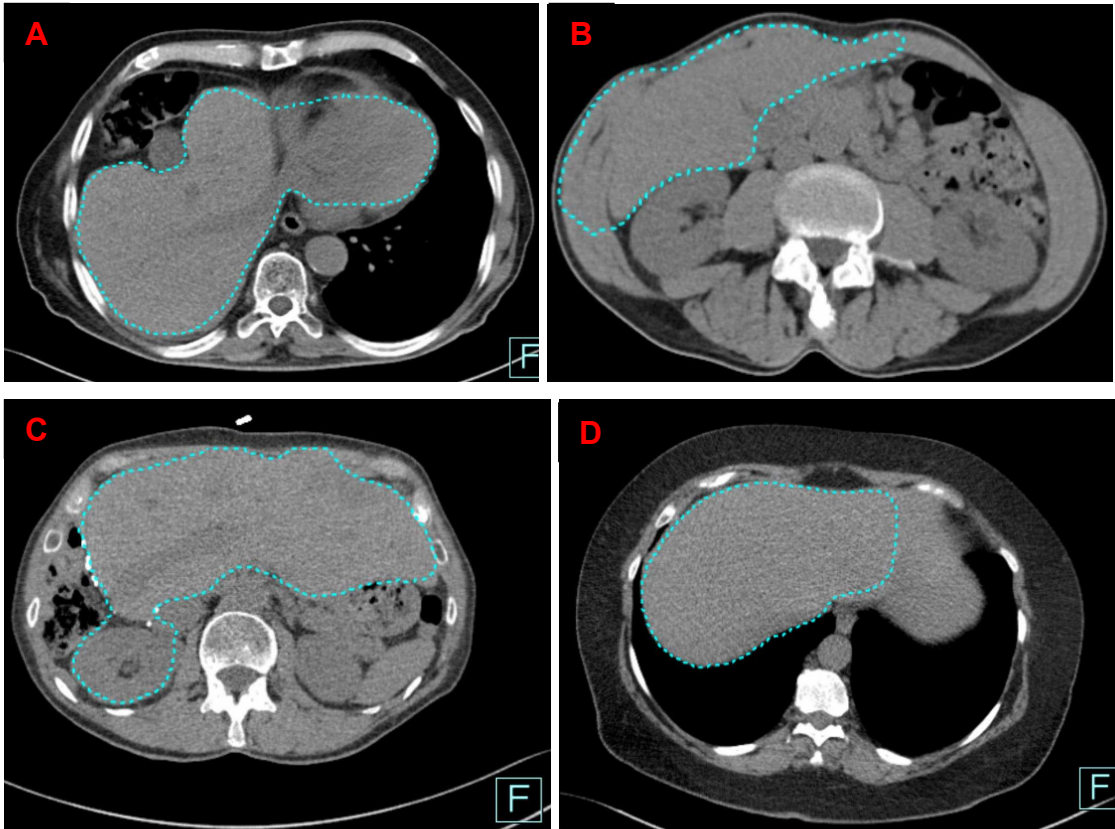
Fehler bei der automatischen Lebervolumetrie in den nativen CT Serien (105)
